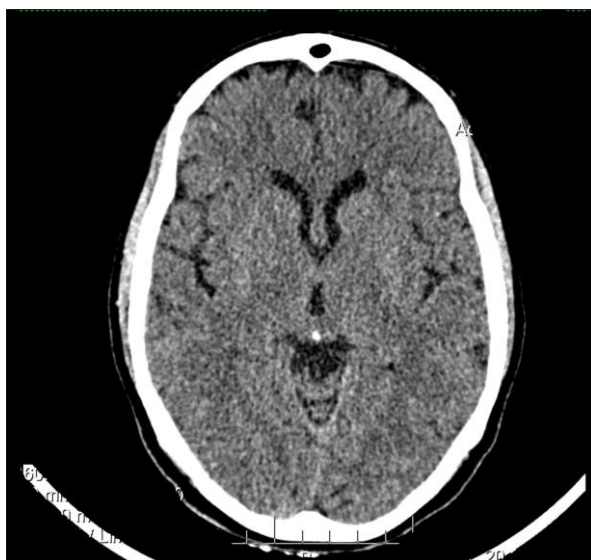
Tomografía axial computarizada de cráneo
